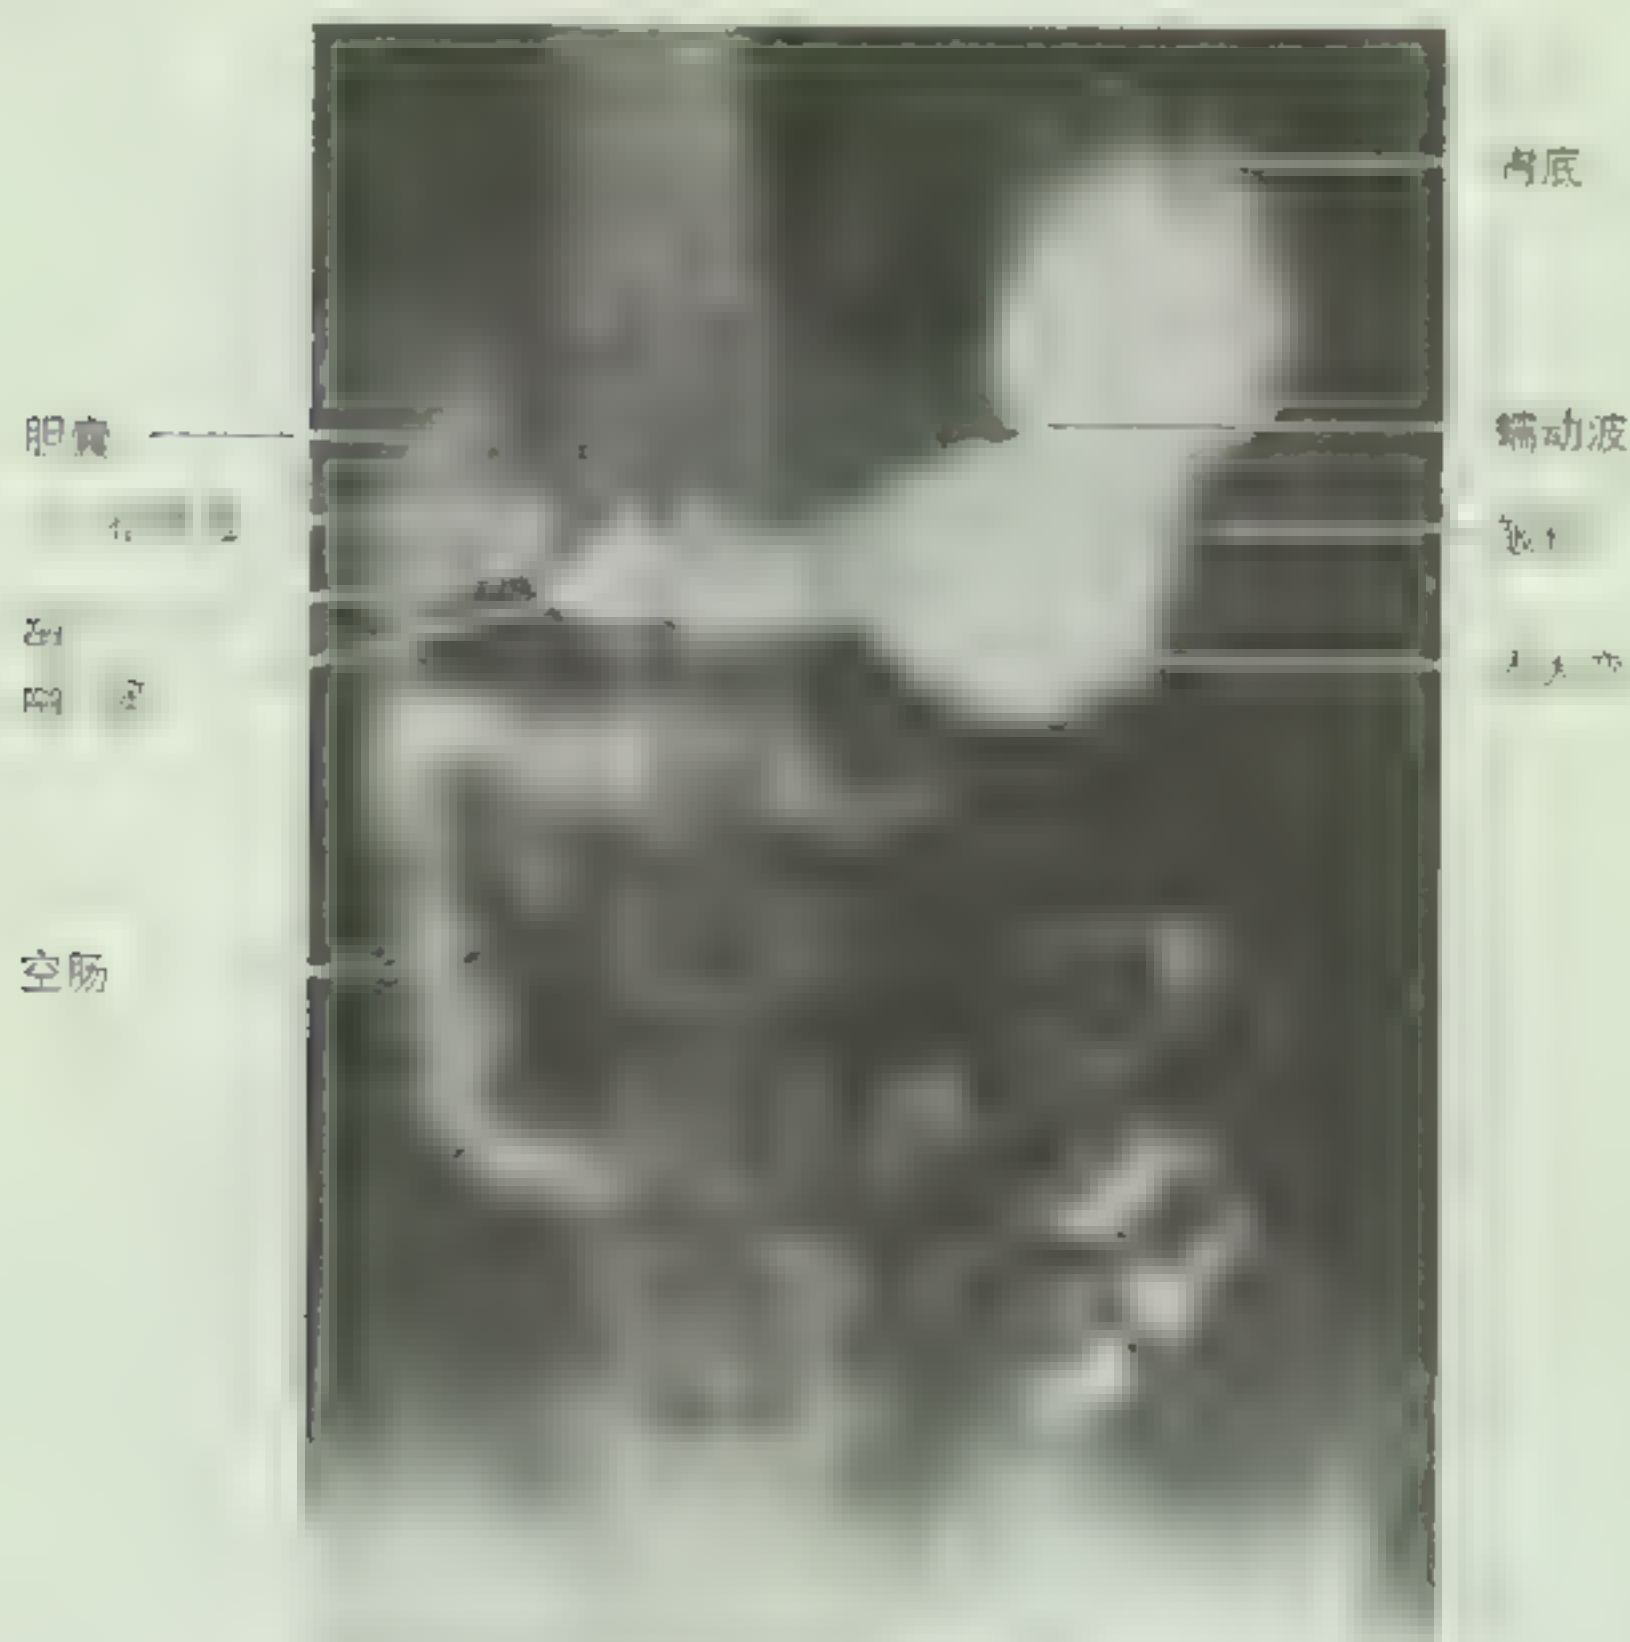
胃、小肠和胆囊的 X 线平片 可见沿着胃体长径排列的黏膜皱褶，也可见到将胃内容物向十二指肠输送的蠕动波，十二指肠与胆囊相邻
